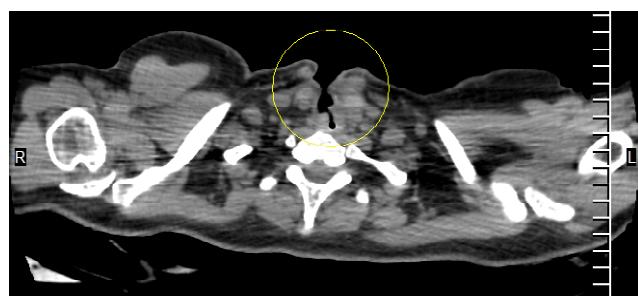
МСКТ, поперечный срез.
